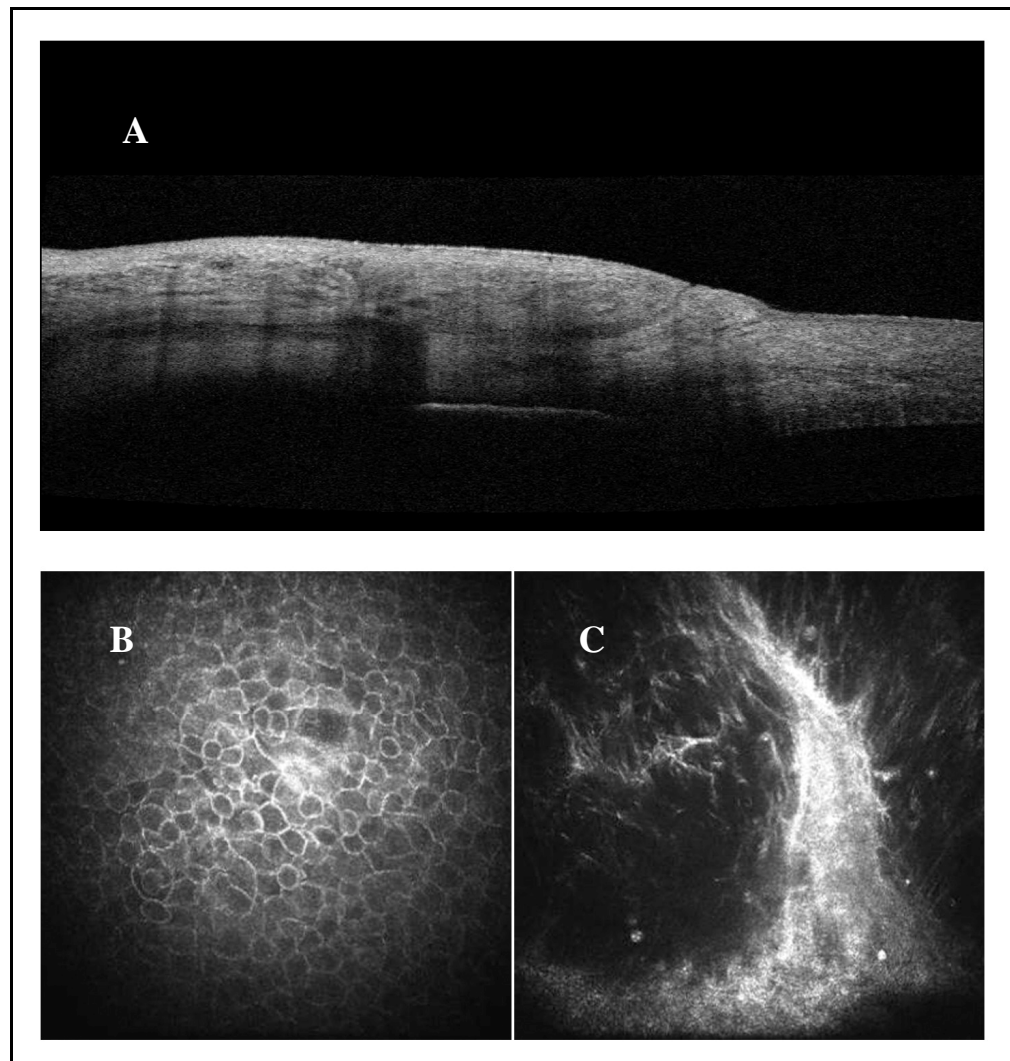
[Bozza piatta: A) immagine tomografica, sezione verticale che intercetta la cornea; B) epitelio congiuntivale; C) connettivo congiuntivale]
